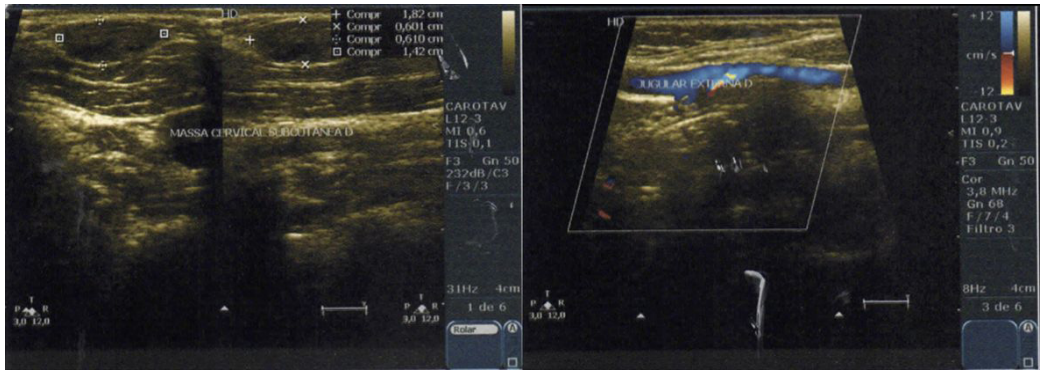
Eco-Doppler mostrando ectasia sem trombos na luz, fluxo sanguíneo normal.
